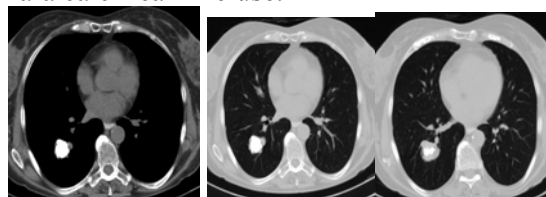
Examen CT, secțiuni axiale, fereastră pulmonară și mediastinală evidențiază o formațiune nodulară ce prezintă calcificări centrale la nivelul lobului superior drept.
